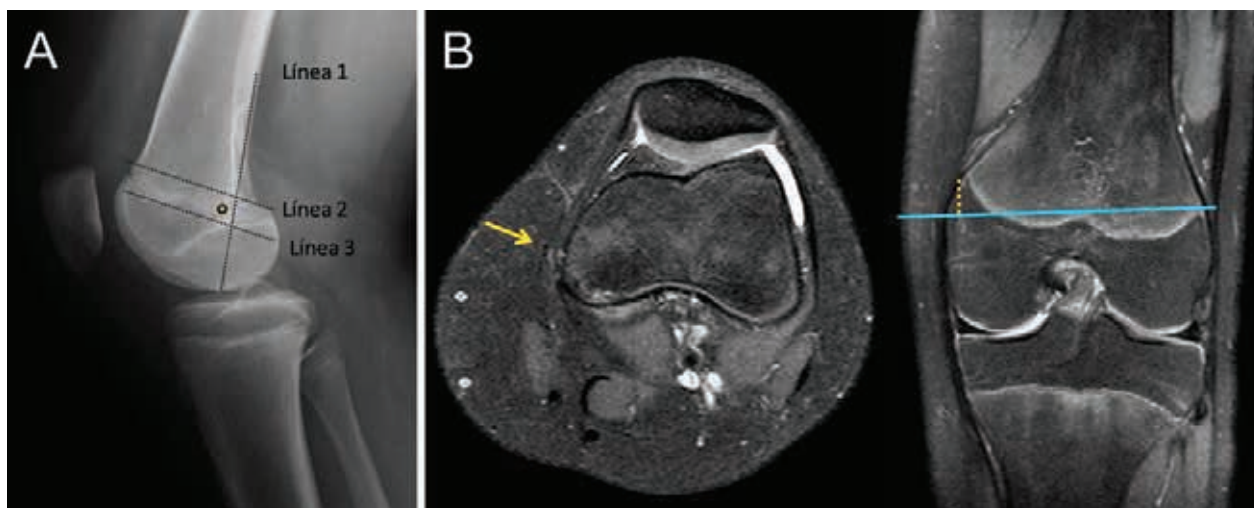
A) Identificación del punto de inserción femoral con el método de Schöttle, B) Identificación con RMN.
